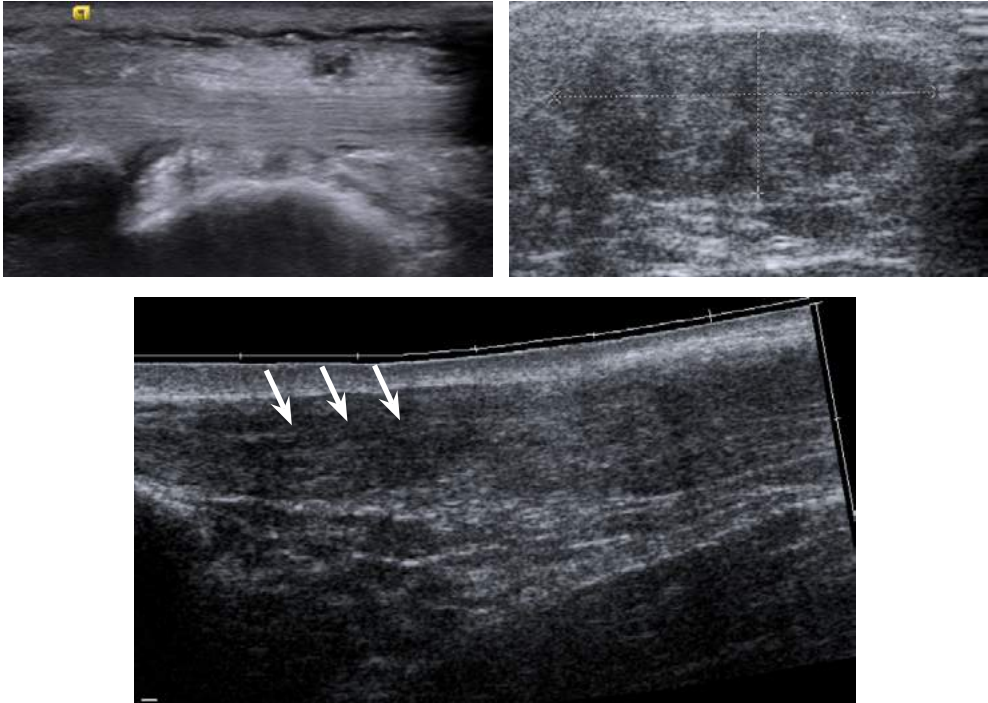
Patología tendinosa en ecografía. *Arriba izquierda:* tendón de Aquiles de aspecto normal con ecogenicidad y estructura fibrilar conservadas. *Arriba derecha:* paciente con hipercolesterolemia y acúmulos de aspecto lipomatoso en tendones compatibles con xantomas tendinosos. *Abajo:* imagen de ecografía panorámica del mismo paciente mostrando cambios tendinopáticos crónicos con tendón engrosado e hipocogénico (flechas blancas), que ha perdido su estructura fibrilar normal, difícil de diferenciar de la grasa circundante.
